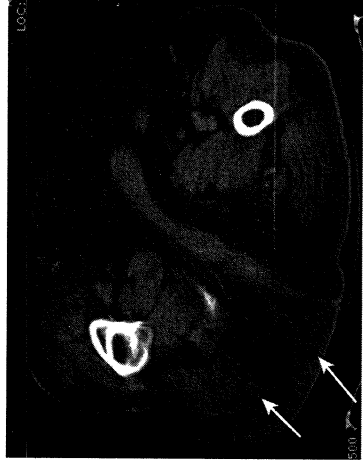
CT scan of pelvis demonstrating gas and fluid along fascial planes in the perineum consistent with the diagnosis of Fournier's gangrene.
